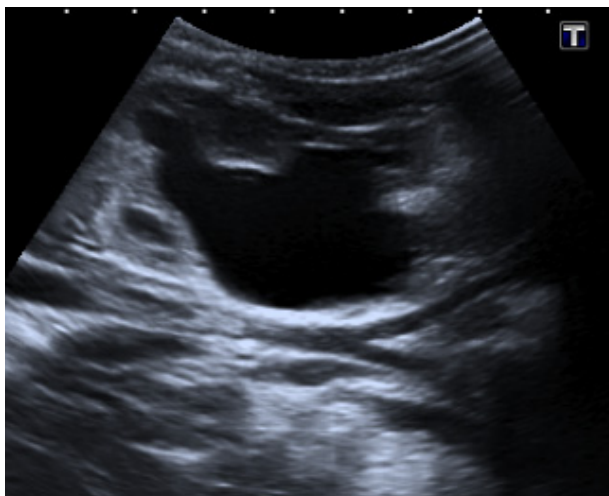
Ecografía renal. *Grave dilatación pielocalicial acompañada de adelgazamiento cortical.*
